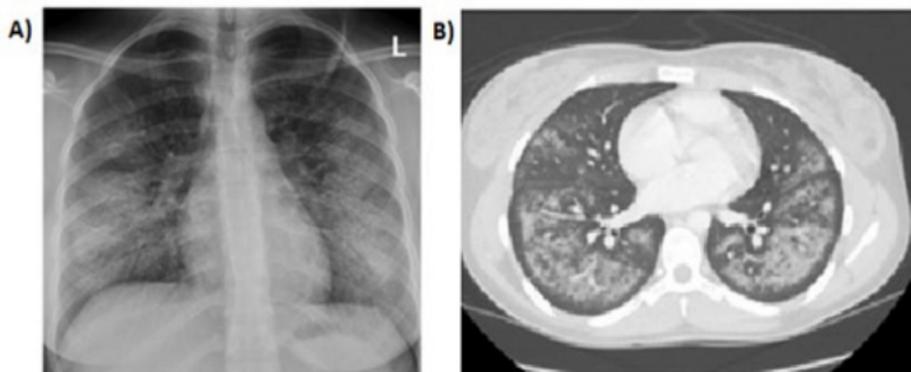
Os exames radiológicos do tórax mostraram opacidade em aspecto de vidro fosco, e em outra parte foi observada consolidação. Já nas tomografias além de também expressar essa opacidade com o mesmo aspecto, também foram observados casos de poupadores subpleurais.
